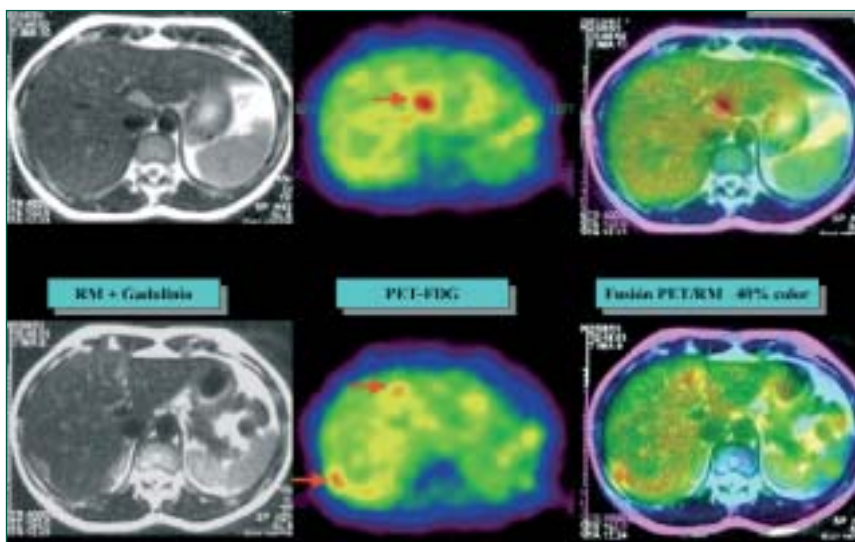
Cortes transaxiales de RNM (izquierda), los mismos cortes de PET (centro) y fusión de ambos (derecha). Paciente con cáncer de ovario tratada con cirugía, quimioterapia y radioterapia. Sospecha de recurrencia por ↑ de CA 125. Metástasis hepáticas que se visualizan claramente en PET y no así en RNM.
